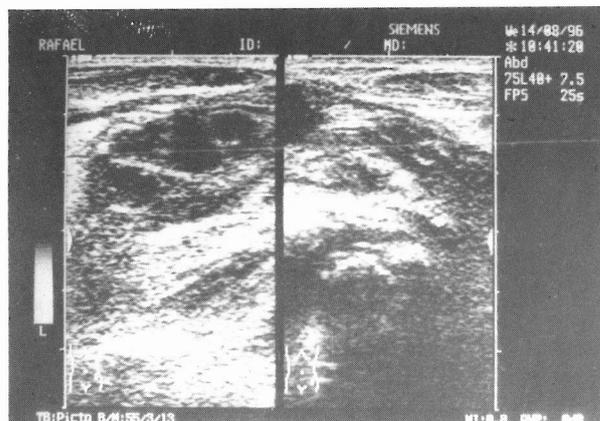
Ecotomografia mostrando imagem hipocogénica com topografia correspondente ao psoas esquerdo.
